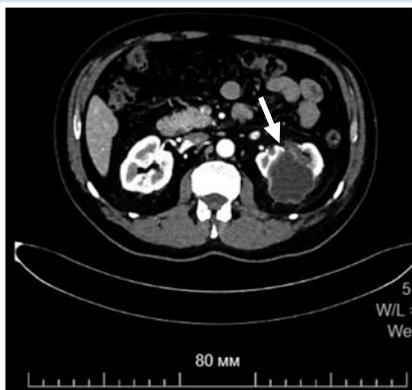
КТ с контрастированием забрюшинного пространства, аксиальная проекция (Arterial phase).
